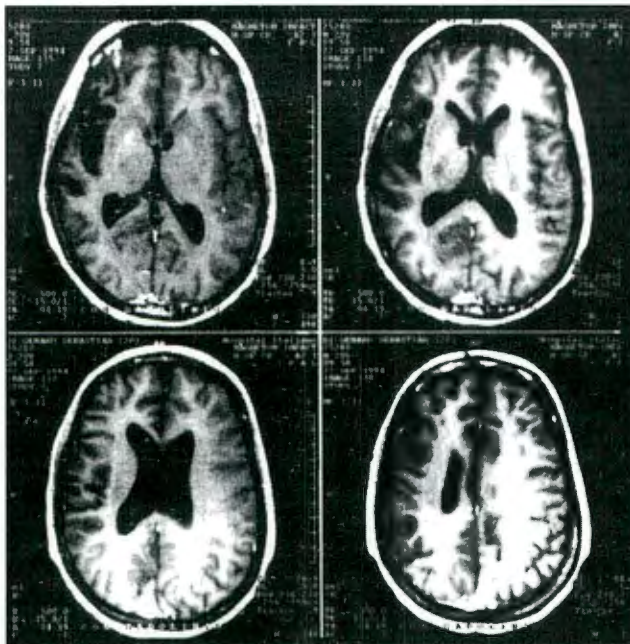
TAC preoperatoria
